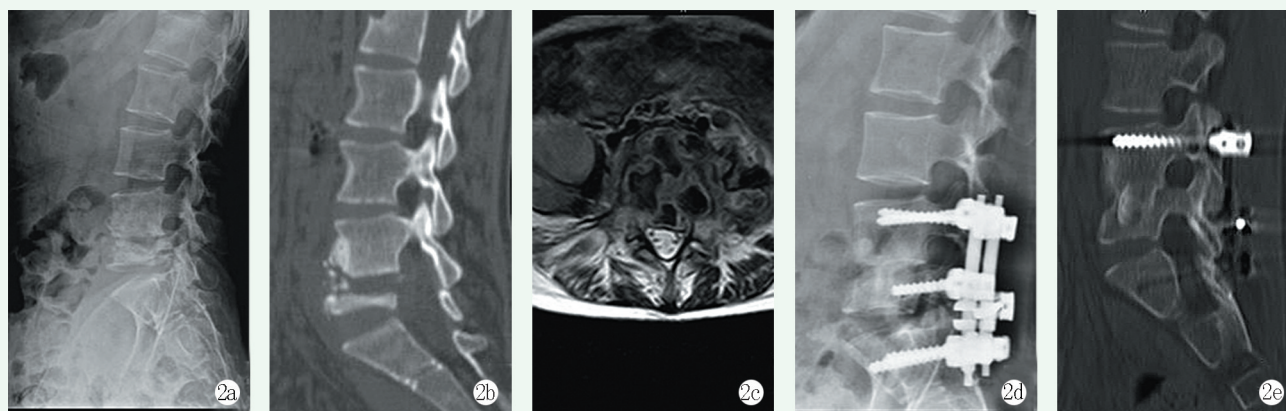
患者，女，21 岁， $L_4/5$ 椎体结核伴双侧腰大肌伴髂窝脓肿行前后联合入路手术。2a: 术前 X 线片示 $L_4/5$ 椎体破坏；2b: 术前 CT 示 $L_4/5$ 椎体破坏严重；2c: 术前 MRI 示双侧腰大肌及椎前脓肿形成，病变组织突入椎管，硬膜囊受压；2d: 术后 1 年 X 线片示内固定位置良好；2e: 术后 1 年 CT 重建示髂骨块与上下椎体骨性融合。
